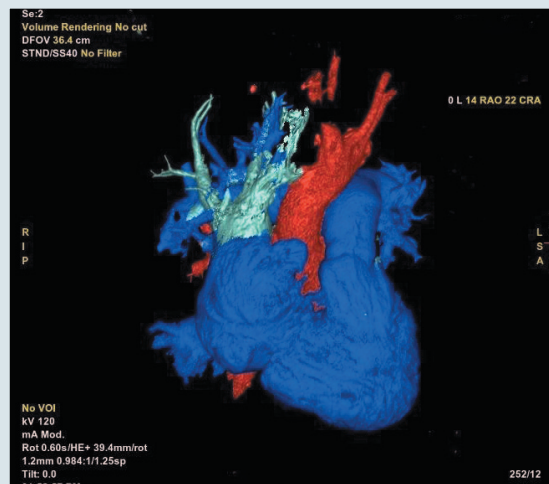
Доопераційна КТ-ангіографія з кольоровою 3D-реконструкцією
